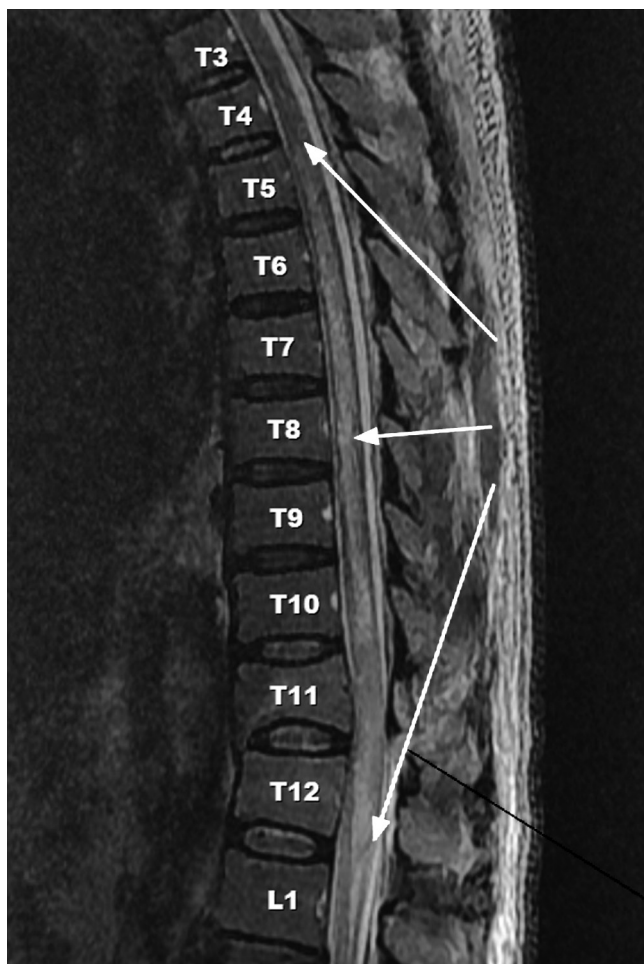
Sagittal T2 MRI of D-L spine. Showing increased signal intensity from T5 to T12.
